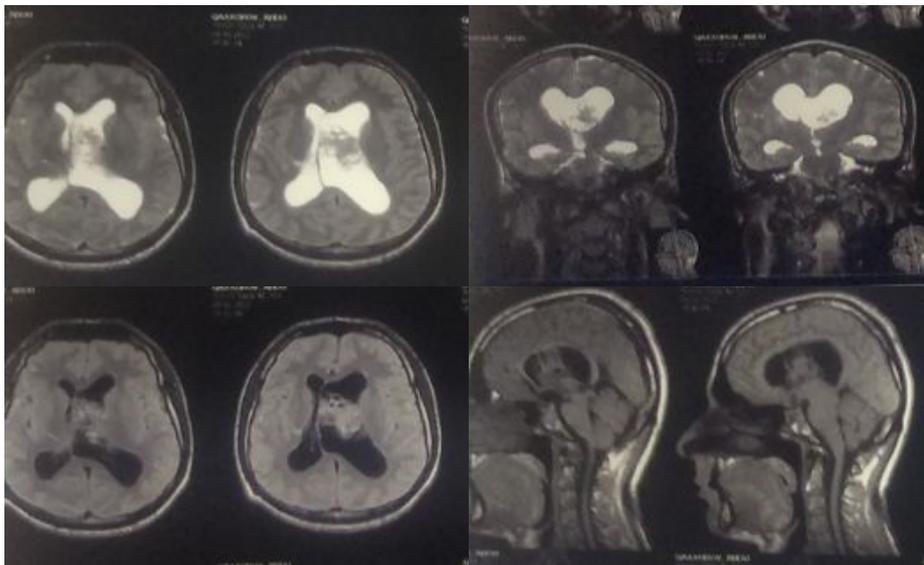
МРТ головного мозга (описание в тексте).
